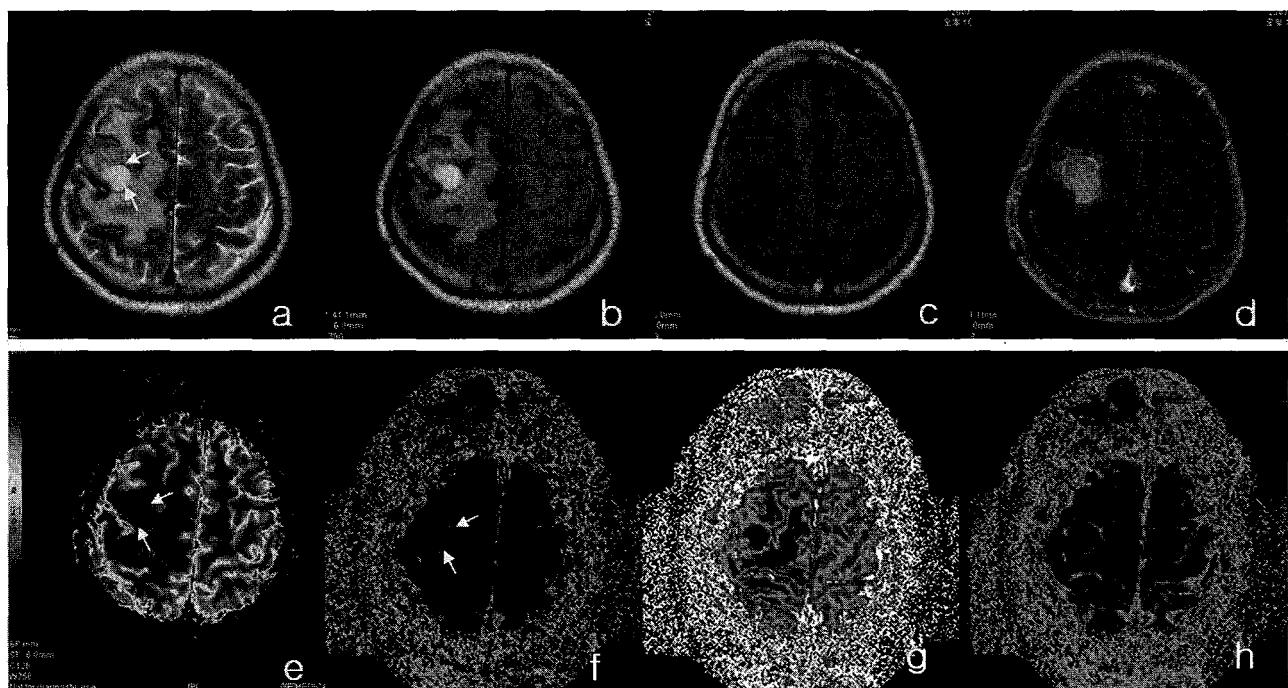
Metastasis in a 64 year old man. Conventional T2-weighted image(a), FLAIR image(b), pre T1-weighted image(c), post contrast T1-weighted image(d), rCBV image(e), Permeability map image(f), rCBF-rSVD image(g), rCBV-rSVD image(h). The Permeability ratio of the lesion was 22.83.
